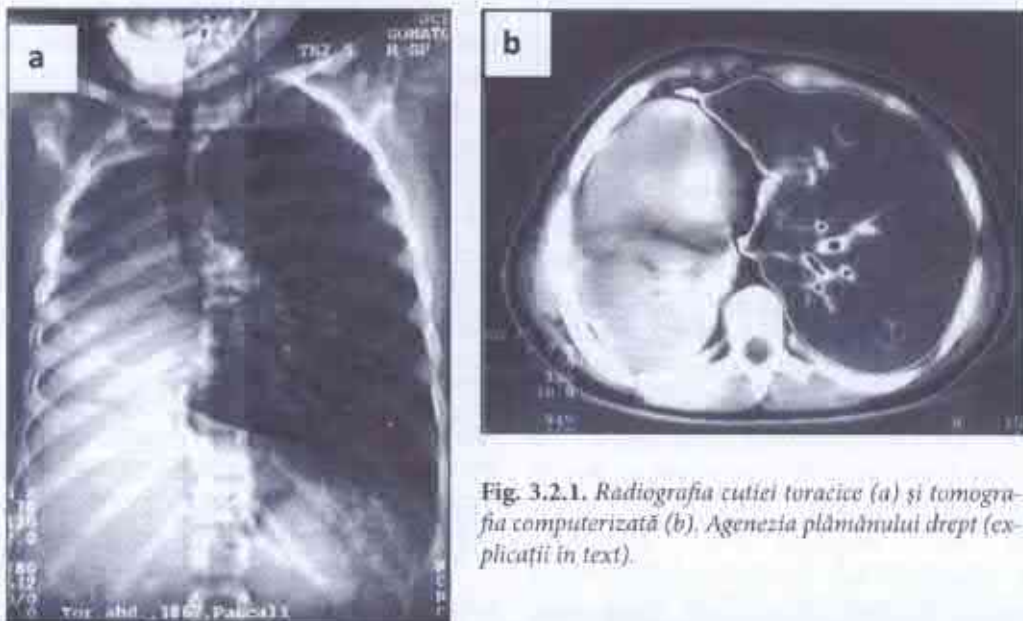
Radiografia cutiei toracice (a) și tomografia computerizată (b). Agenezia plămânului drept (explicată în text).
